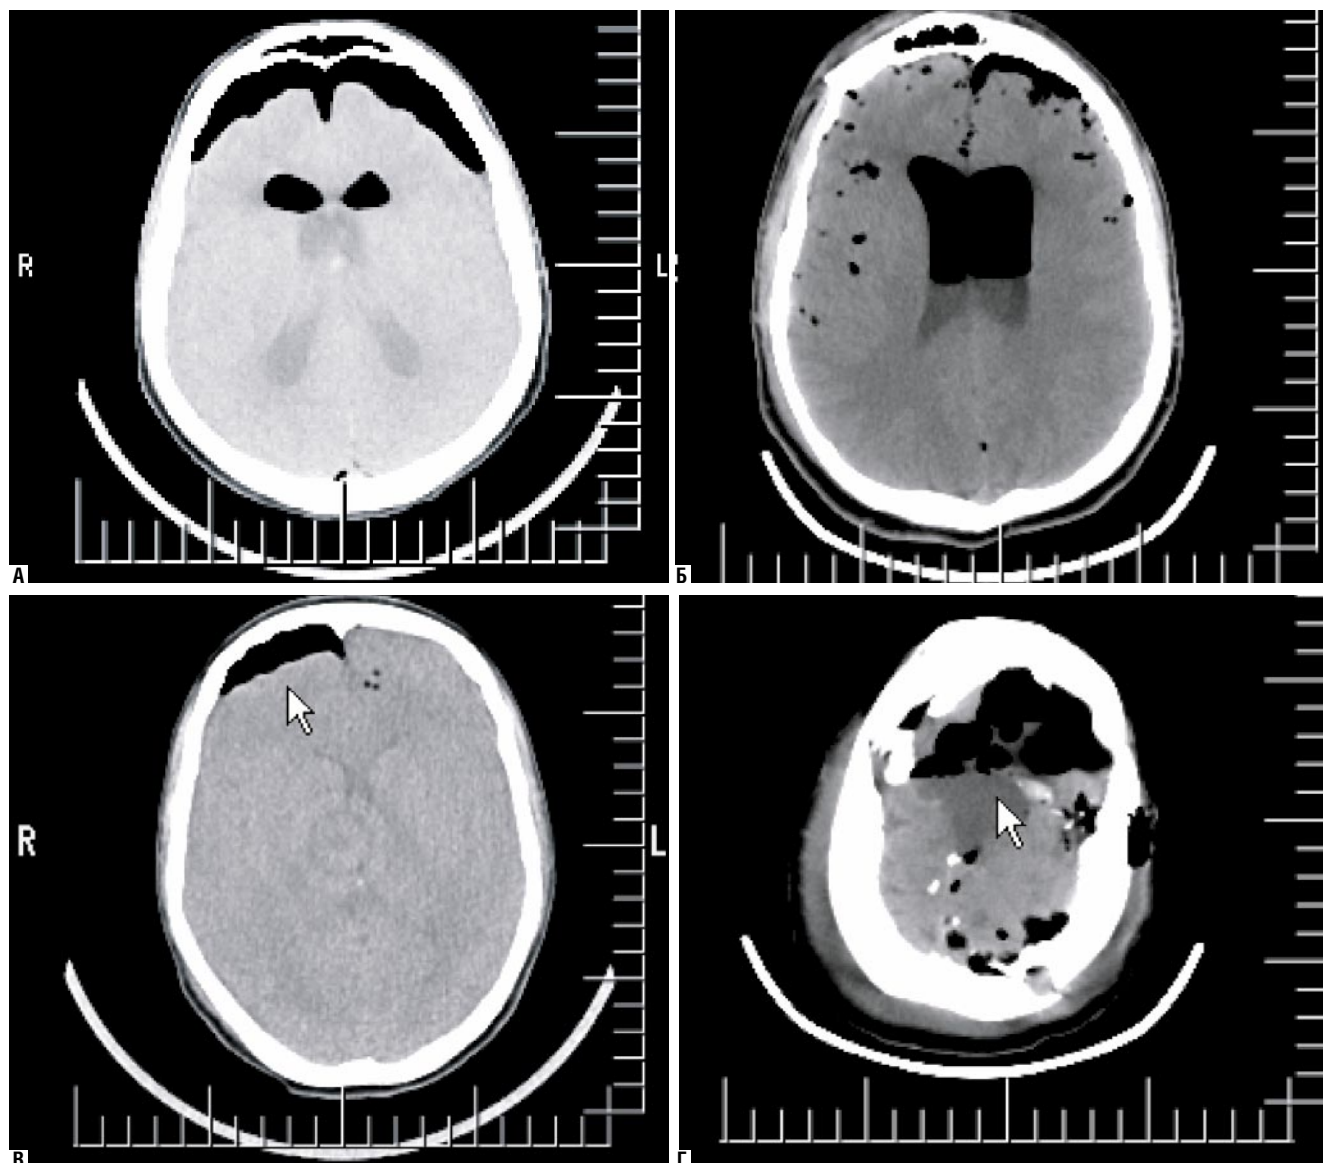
Примеры томограмм разных пациентов, оперированных на структурах ЗЧЯ в положении сидя с депрессией ЛСК сист. в ВСА в раннем послеоперационном периоде
